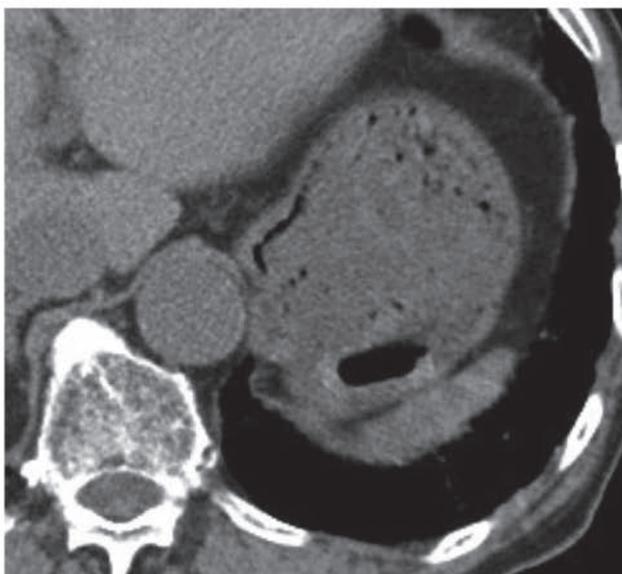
PTP を誤飲した胃付近の CT 画像 A | B A：通常使用画像濃度 B：画像調整後濃度
